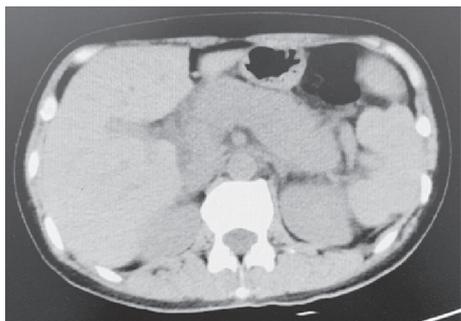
上腹部64排螺旋CT平扫示胰腺饱满, 胰周脂肪间隙模糊, 胰管无扩张
